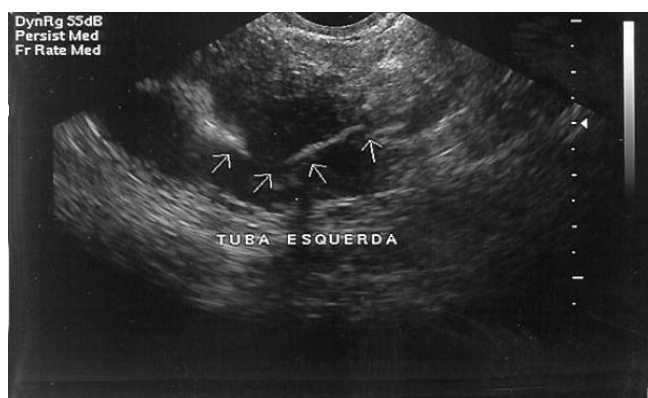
Salpingossonografia contrastada. Visualização de porções proximal e ampolar da tuba esquerda.
